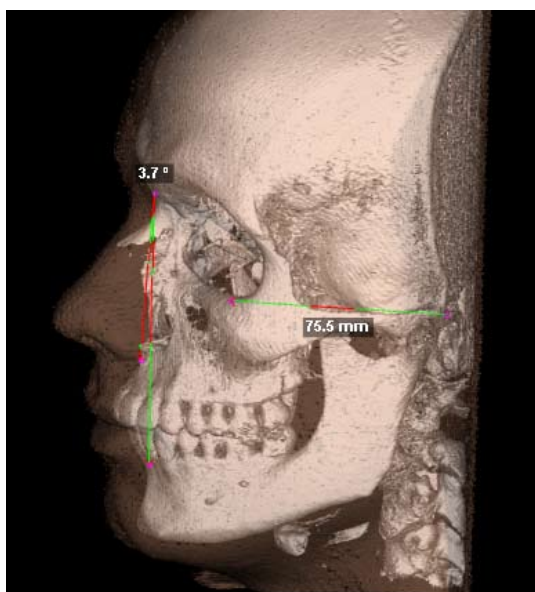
A) Reconstrução em 3D utilizando o programa Dolphin. Medidas: angular ANB e linear Po-Or (Frankfurt) tecido ósseo, sobreposição de tecido mole com transparência. B) Osteotomia virtual e demarcação de pontos para cefalometria 3D com projeção dos pontos cefalométricos na telerradiografia lateral virtual, gerada pelo *software* Maxilim (Medicin, Bruxelas) de um paciente a ser submetido à cirurgia ortognática. (Imagem gentilmente cedida pelos Drs. Leandro Velasco e Lucas Viera).
